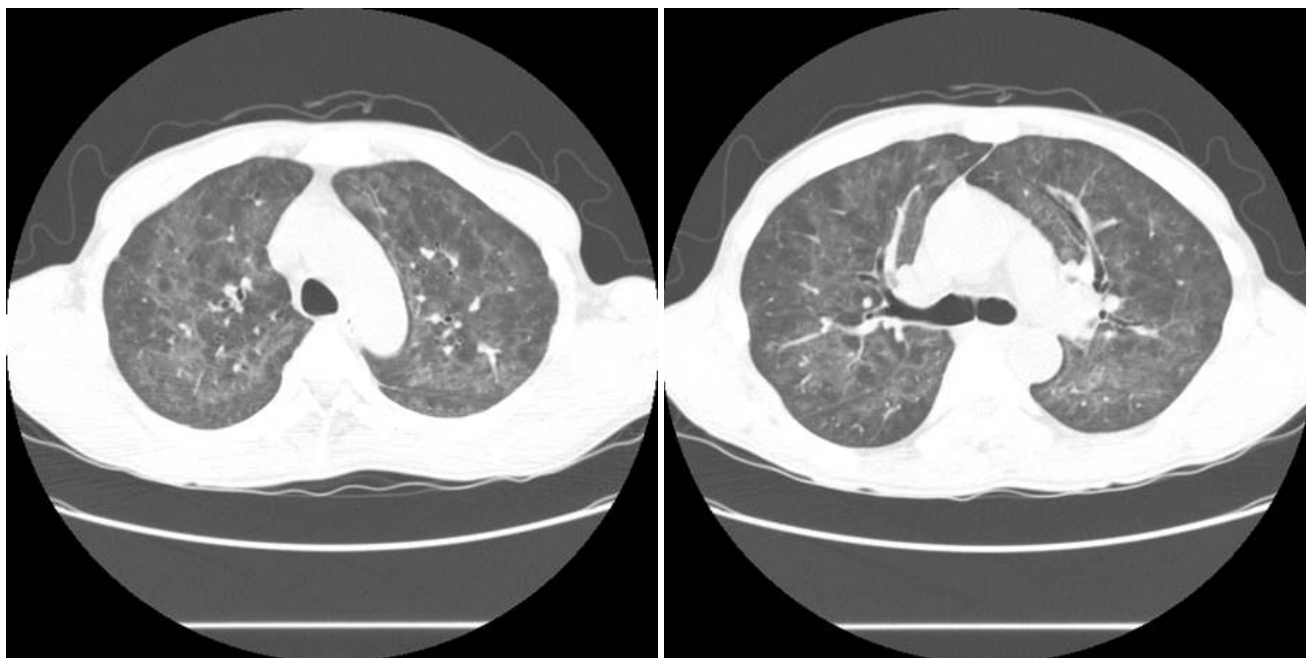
Initial chest computed tomography reveals diffuse ill-defined ground glass opacities in both lungs, which indicates atypical pneumonia caused by cytomegalovirus or *Pneumocystis*.
